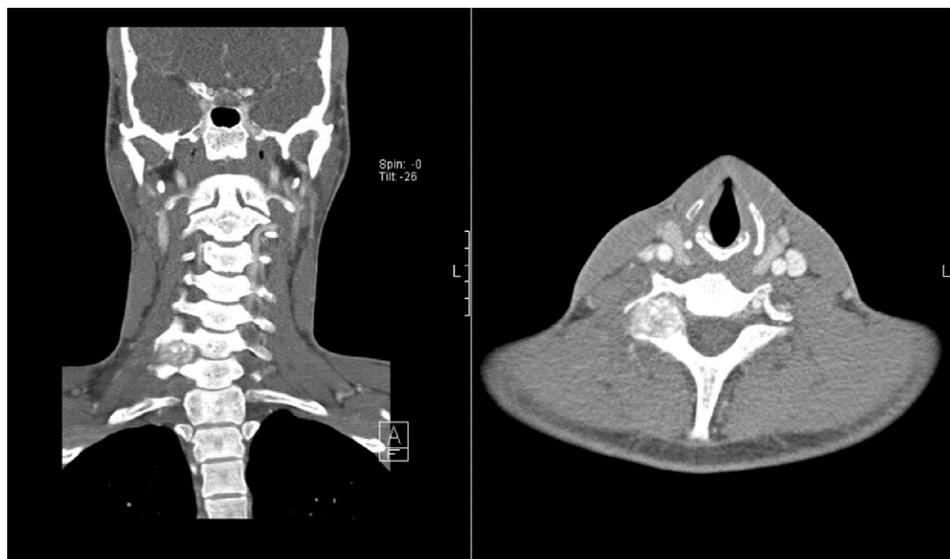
Angiotomografia computadorizada.
